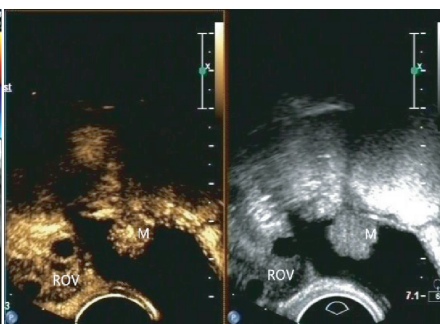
超声造影示28 s时右附件区包块内结节开始增强(M: 包块; ROV: 右侧正常卵巢)
